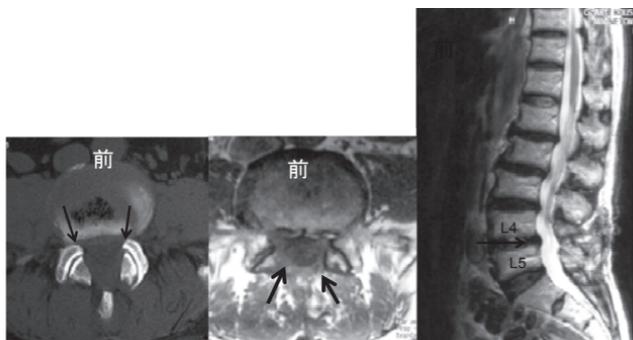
手術後の画像ですが、図27bと見比べてみましょう。左のCTで矢印のように骨が削られて脊柱管が広がっています。中央のMRIの横断面画像では、真ん中の脳脊髄液の入っている部分（黒くなっている部分）が大きく丸くなっています。右の横から見たMRI画像では、L4とL5の間の手術前は狭くなっていた脳脊髄液（縦の白い帯）が膨らんでいるのが分かります。
